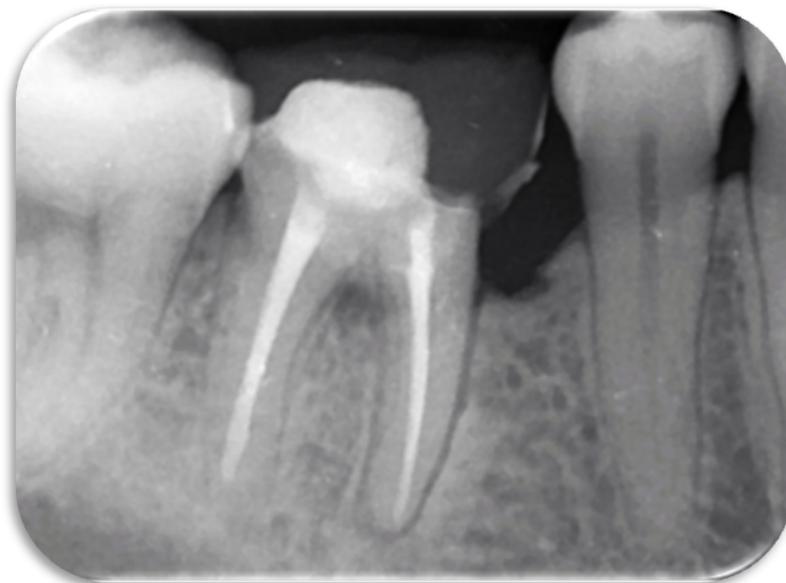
Radiografía periapical de evolución en septiembre del 2021, a 2 años de colocación de Biodentine.
